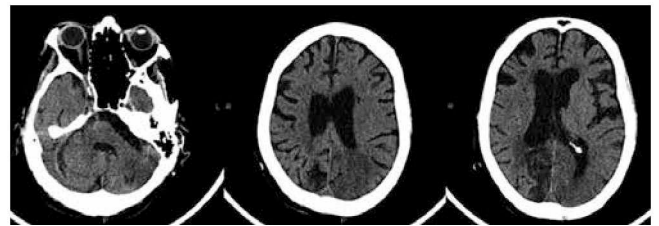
Результаты спиральной компьютерной томографии головного мозга пациента С. при поступлении
